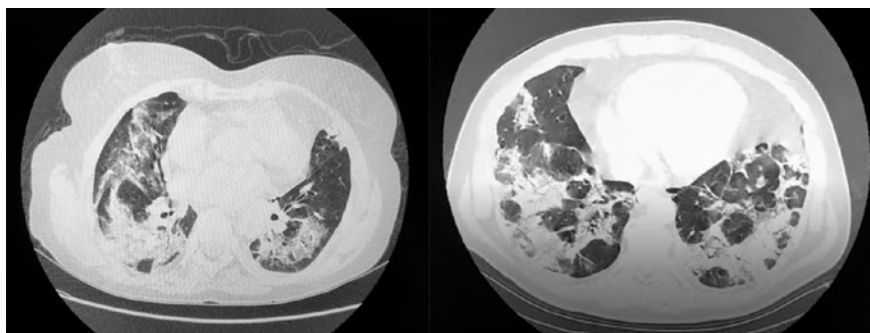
Типичная картина поражения легких пациентов на момент поступления, по данным КТ.
